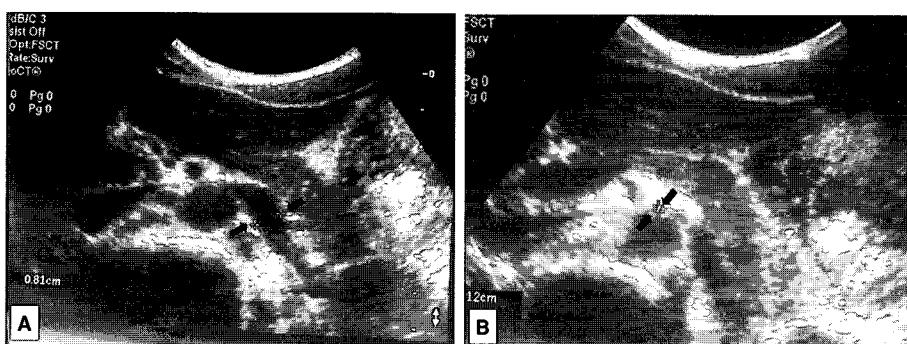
Ultrasonography shows a distended proximal portion of the left renal vein (Fig. 1A) and narrow lumen at the aortomesenteric angle of the left renal vein(Fig. 1B).
